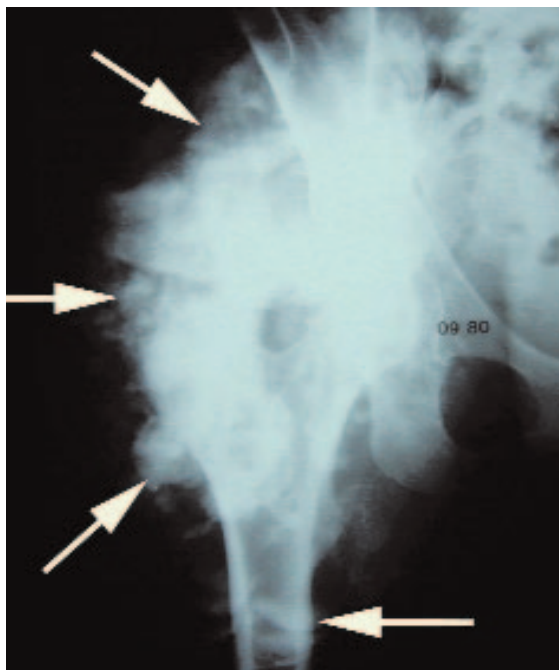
Calcinose tumorale de Teutschländer autour de la hanche droite. A gauche, la radiographie montre l'étendue du dépôt calcifique (flèches longues). A droite, le scanner révèle de multiples logettes ovoïdes (têtes de flèche noires) qui sont situées dans l'épaisseur des muscles postérieurs et qui sont nombreuses à contenir un niveau horizontal (têtes de flèche blanches) entre sédiment calcifique et surnageant séreux.
